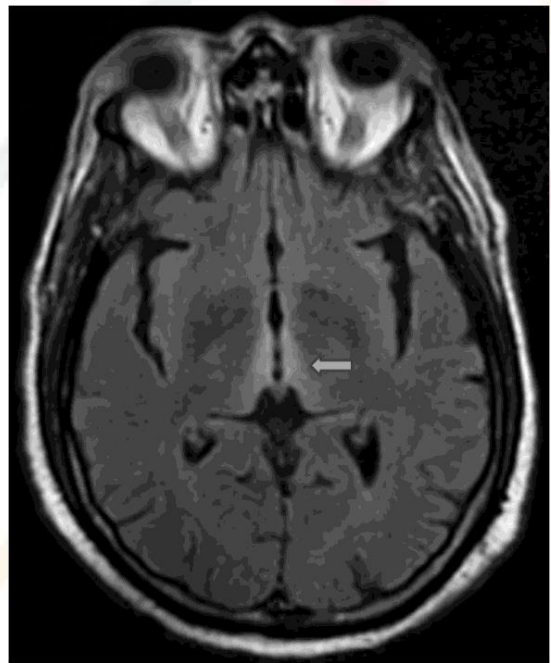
RMN secuencia T2-FLAIR. Área hiperintensa periventricular (flecha gris).
